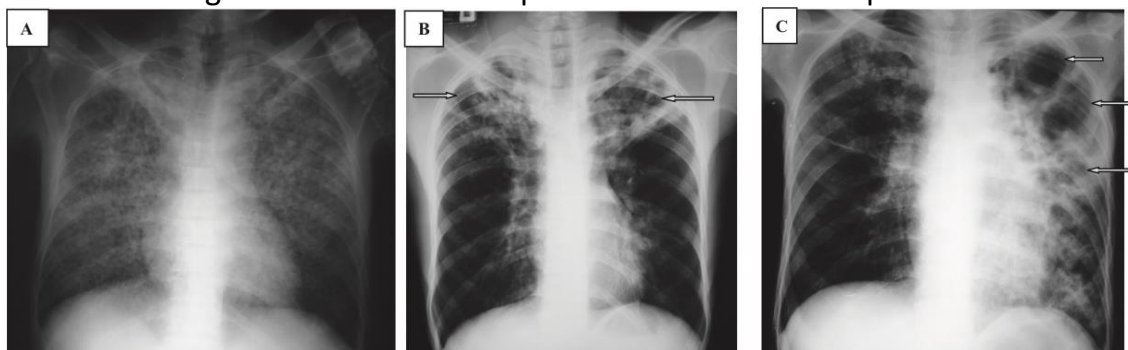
Radiografia de tórax em AP mostrando três casos de tuberculose pulmonar. Em A é possível a visualização de um infiltrado micronodular em um caso de tuberculose miliar, em B é visto infiltrado alveolar em ambos os ápices pulmonares, com áreas de cavitação e estrias fibróticas, e em C presença de infiltrado em ápice direito com grandes áreas cavitadas e redução de volume com desvio de estruturas para aquela região. As setas apontam áreas de cavitação. Lauand LM.¹
